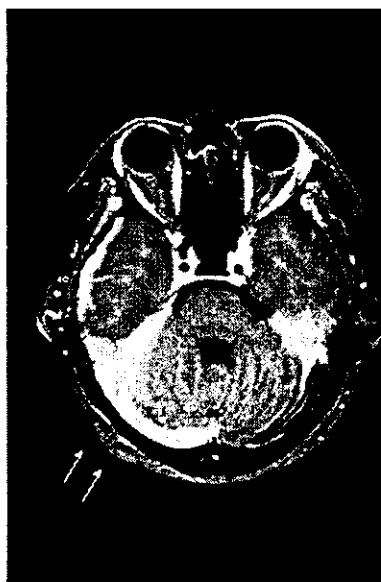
Hypertrophic Pachymeningitis (肥厚性硬膜炎) の 1 例: 頭部 MRI T1 強調画像においてガドリニウムにて増強される硬膜の肥厚を認める (矢印)
